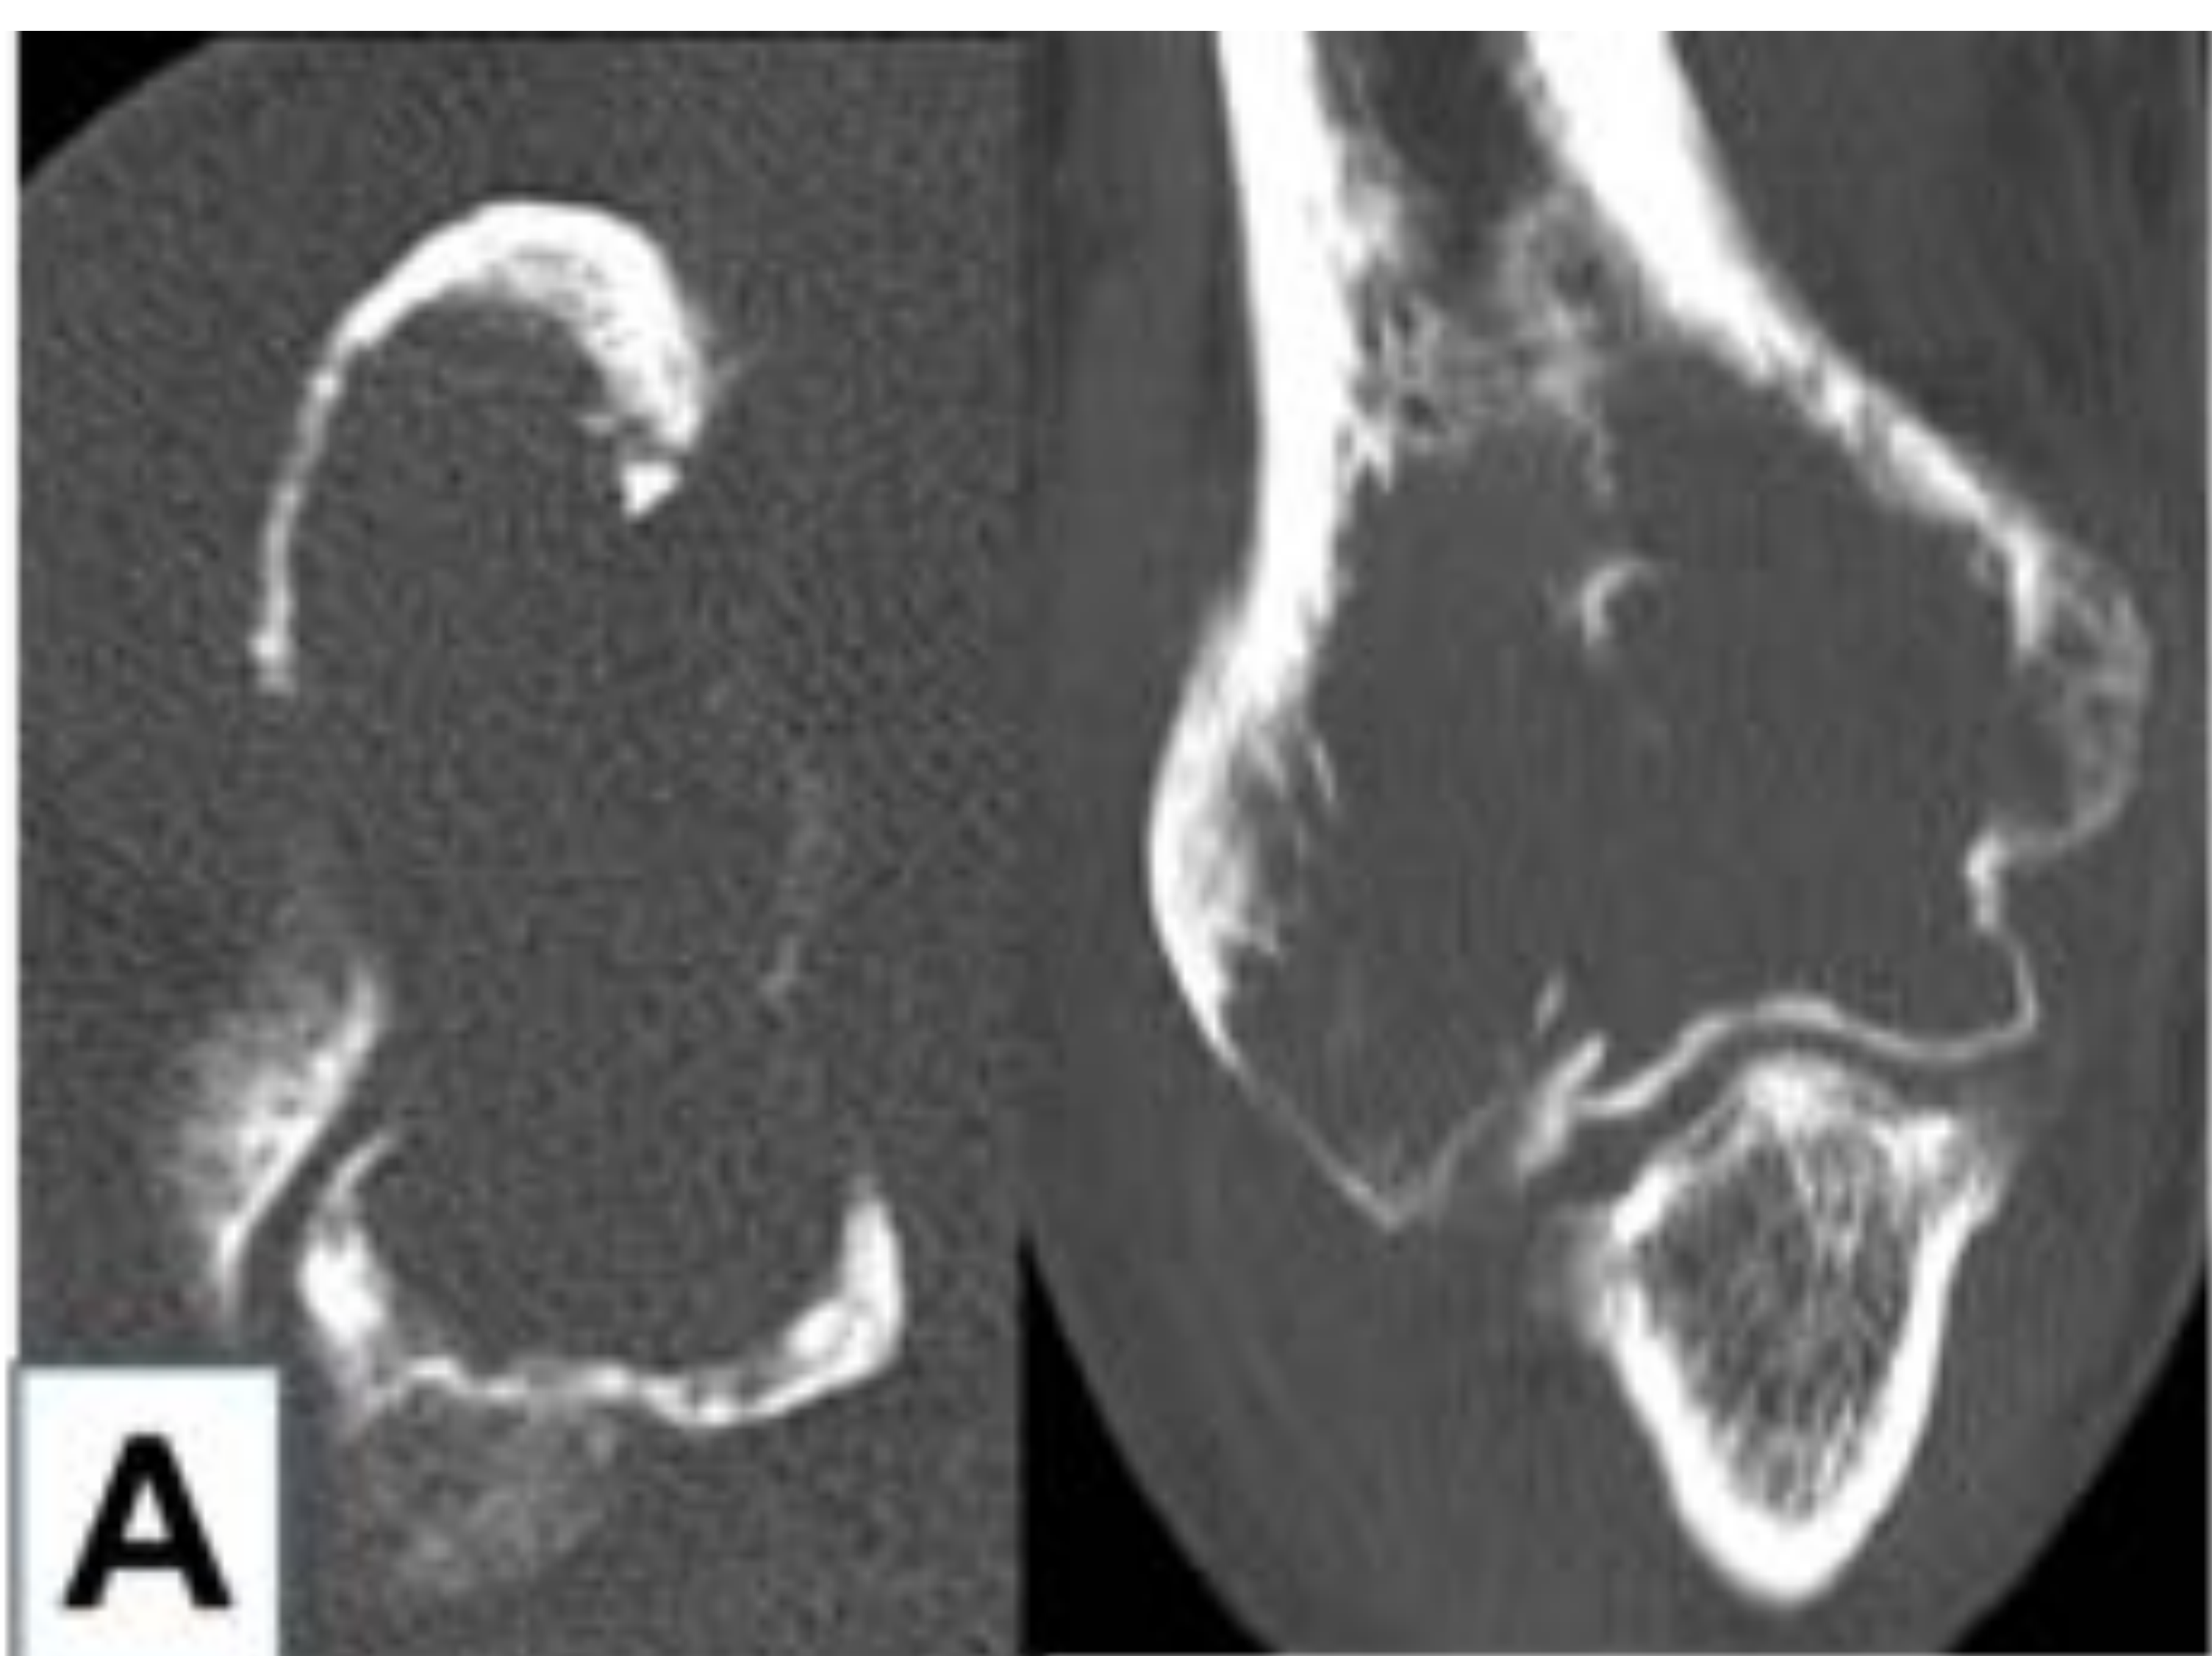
Caso 1: Estudio mediante TC de la lesión lítica humeral distal. A) Corte axial y reconstrucción coronal humero distal que muestran una extensa lesión lítica con erosión y adelgazamiento cortical. B) Corte axial y coronal tras tratamiento con denosumab que muestra reconstitución cortical, engrosamiento cortical y mineralización de la matriz tumoral.
